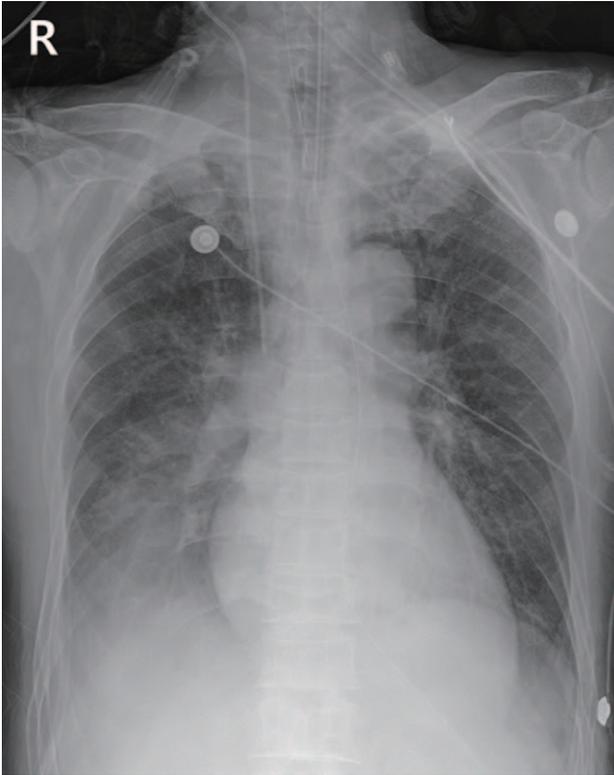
At the 11 days of admission, the chest X-ray shows total atelectasis with large amount of bronchial secretion in right lower lobe.
